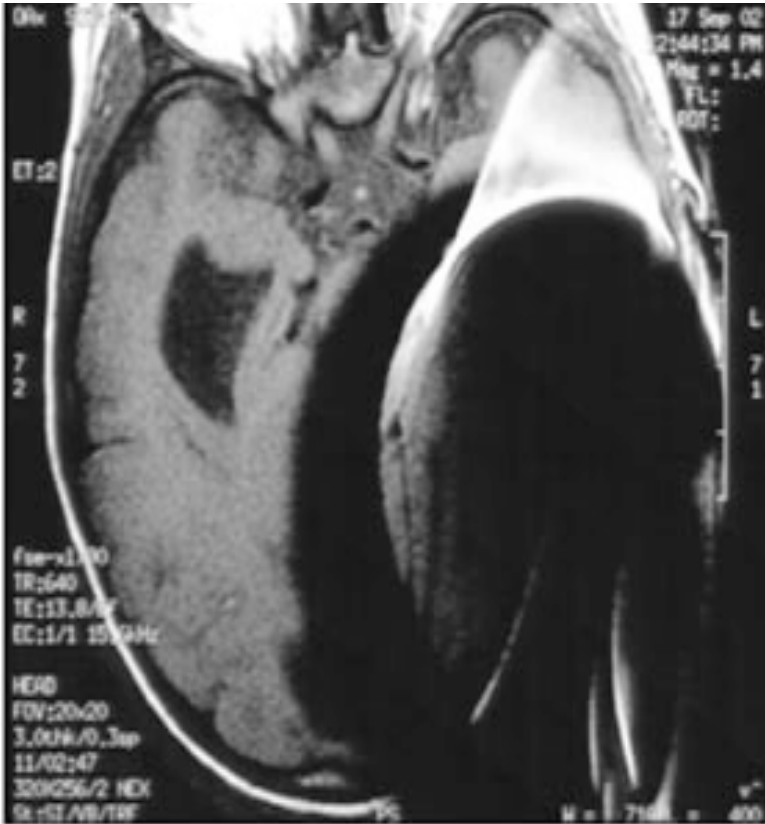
MRI scan with magnet in place. Significant amount
